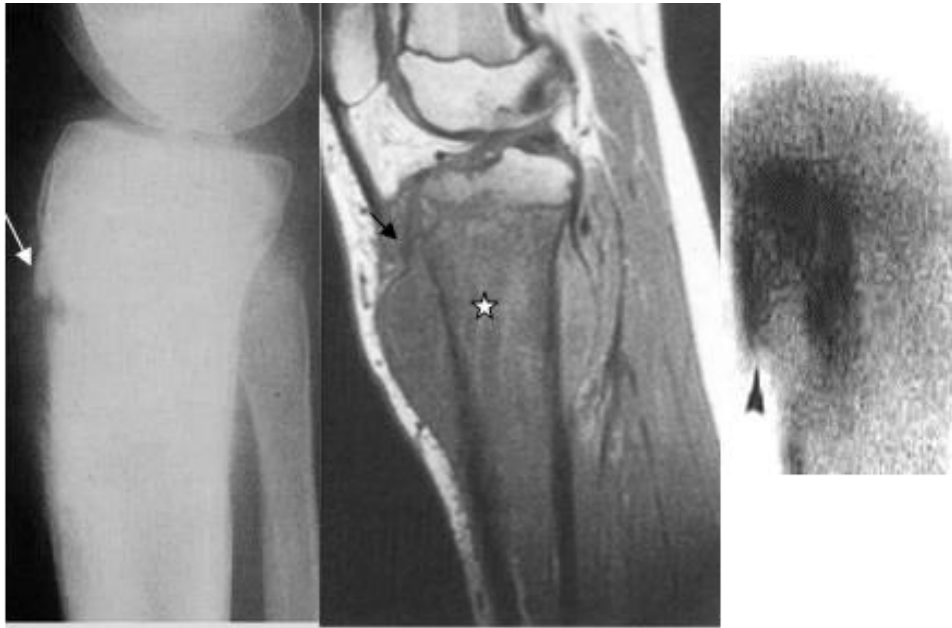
Фрагмент рентгенограми в бічній проекції, МРТ T133 у сагітальній площині й ОСГ. Склеротична ОС – у проксимальному метафізі великогомілкової кістки визначається пухлинні кістковоутворення, що руйнує кортикальний шар з утворенням періостального козирка (стрілка) і що виходить в м'які тканини. При МРТ краще візуалізуються інфільтрація кісткового мозку (зірочка), зміни м'яких тканин і відшароване окістя. ОСГ демонструє гіперфіксацію РФП (^{99m}Tc) у зоні ураження та відшароване окістя (за Bank Y.-W.).
